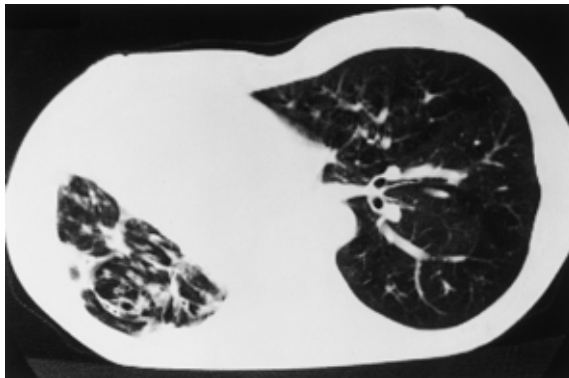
CT scan of a 79-year-old woman with MAC shows parenchymal distortion in the right upper lobe.
